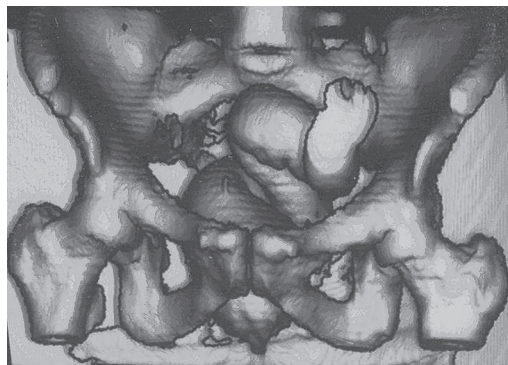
Компьютерная томограмма с 3D-реконструкцией культи прямой кишки.
